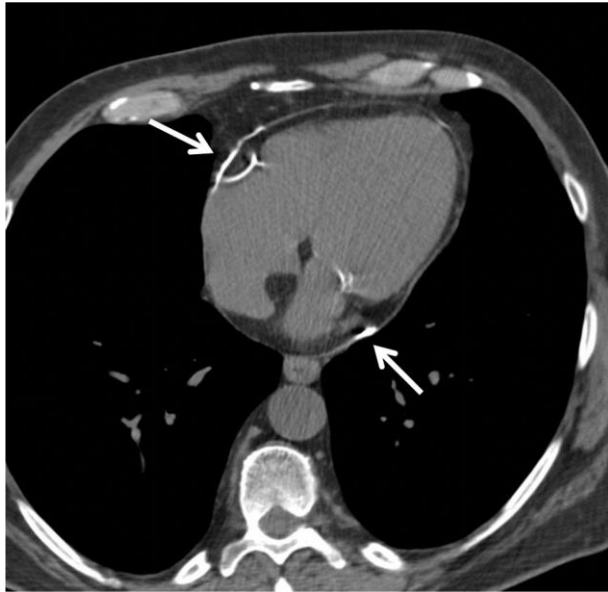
非门控心脏 CT 平扫显示，在左、右房室沟，只有很少的 3 毫米的心包增厚，但存在线性心包钙化 (白色箭头)，提示了先前的心包病程。
